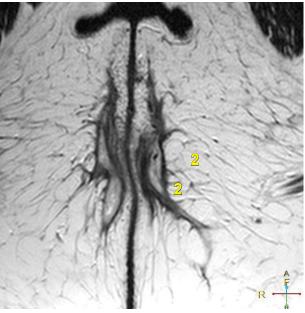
Пациент Г., 43 года. Подковообразный затек, расположенный в пельвиоректальной и ишио-анальной клетчатке. Выполнено 3D ЭРУЗИ (А), комбинированные сечения, и МРТ (Б), аксиальная проекция на уровне ишиоанальной клетчатки. 1 — пельвиоректальный затек, 2 — ишиоанальный затек, 3 — воспалительно измененная ишиоанальная клетчатка.
